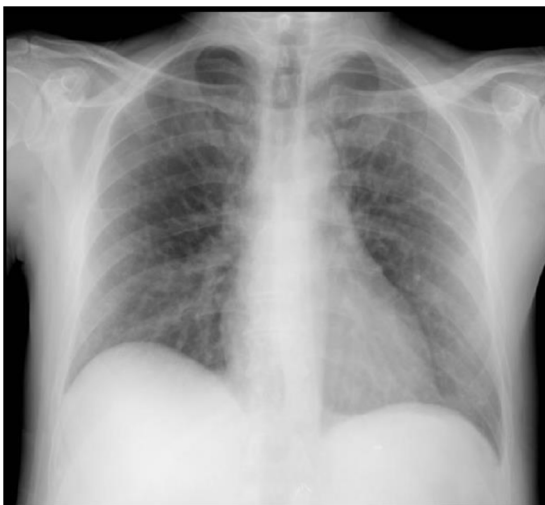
Radiografía de tórax. Ausencia de infiltrados patológicos. No hay signos de congestión.
